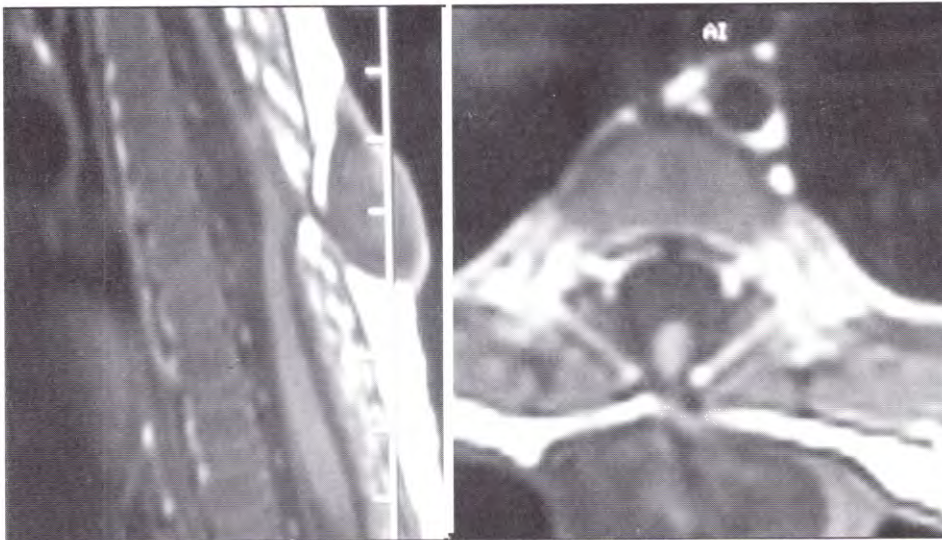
IRM en T1 a los 3 meses de edad. A. Corte sagital. B. Corte axial.
